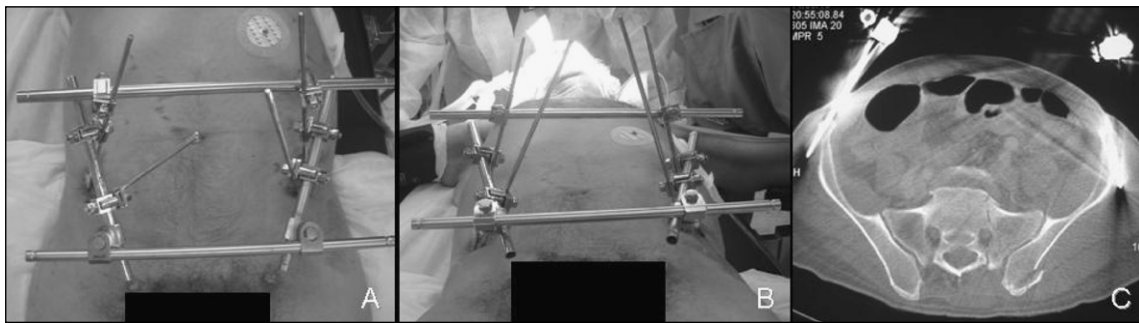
Caso clínico de paciente operado en otro centro. Fijador externo con agujas en cresta iliaca. Nótese la dirección divergente de los dos Schanz a cada lado (A-B), lo que se traduce en un pobre anclaje óseo evidente en el TAC (C), aflojamiento precoz y daño a las partes blandas. Se decidió cambio de fijador externo.
